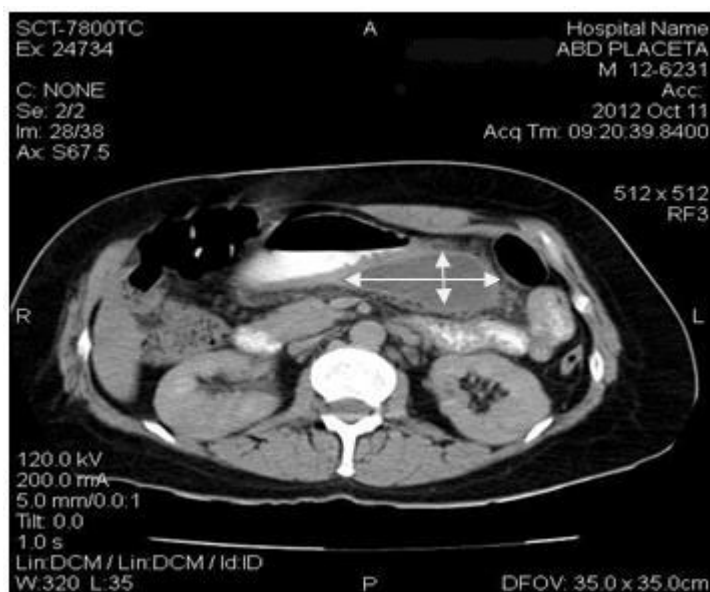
TAC de de páncreas. Se observa una imagen hipodensa peripancreática
